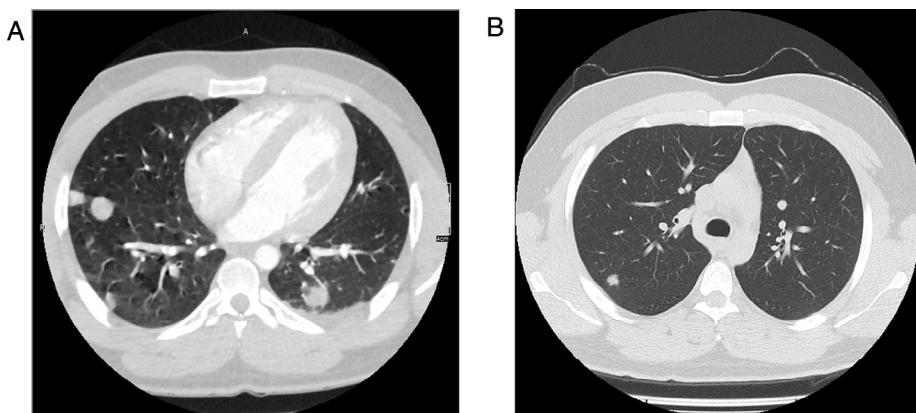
(A) Angio-TC de tórax que muestra nódulos metastásicos pulmonares bilaterales. (B) TC de tórax de control (un año después). Nódulo pulmonar en segmento apicoposterior, lóbulo superior derecho.
